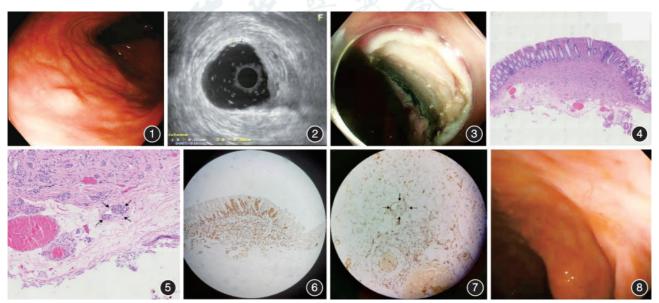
白光内镜下表现最大径5 mm略呈灰白色的半球形隆起 图2 内镜超声检查提示位于黏膜下层的低回声病灶,边界清 图3 内镜黏膜下剥离术后创面 图4 肿瘤位于黏膜下层,细胞呈梁状排列 HE ×2 图5 肿瘤边缘可见一处脉管内瘤栓 HE ×10 图6 免疫组化Syn染色示肿瘤细胞细胞质阳性 ×4 图7 免疫组化CD34染色示血管内皮细胞细胞质阳性 ×10 图8 术后1年复查肠镜无局部复发
